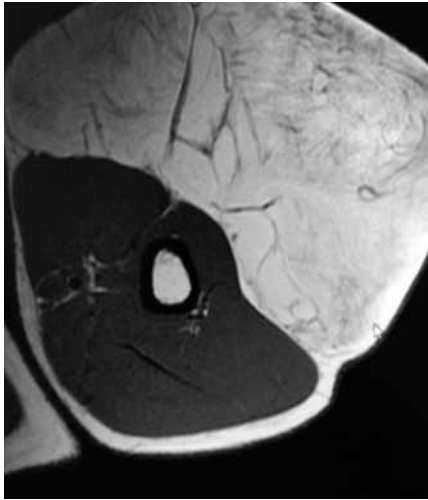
Tumor en brazo RMN plano transversal.
